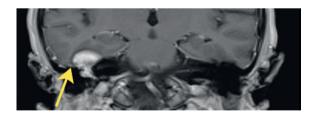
(В). МРТ правой барабанной полости Т1-ВИ в коронарной плоскости
